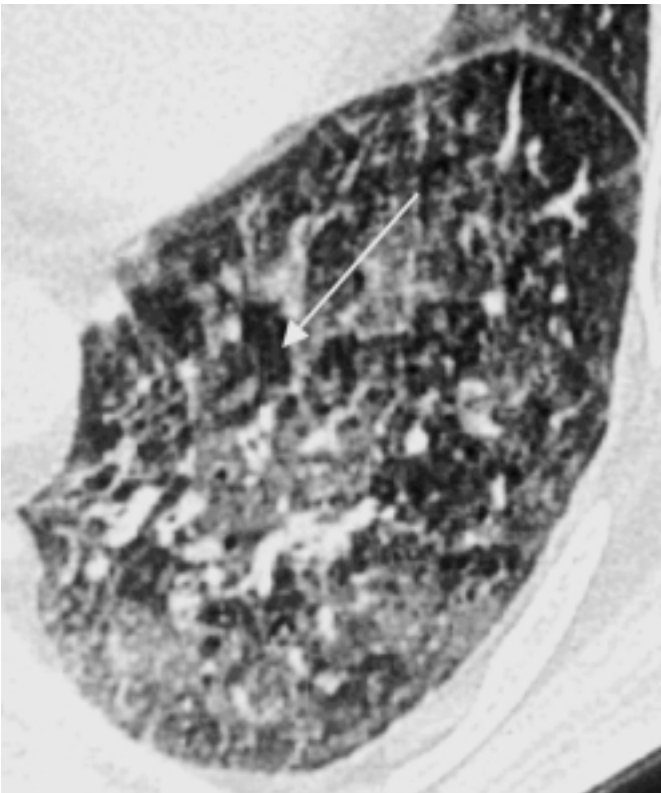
Airtrapping (Pfeil) in einer HRCT-Expirationsaufnahme als Zeichen einer Affektion der kleinen Atemwege.
